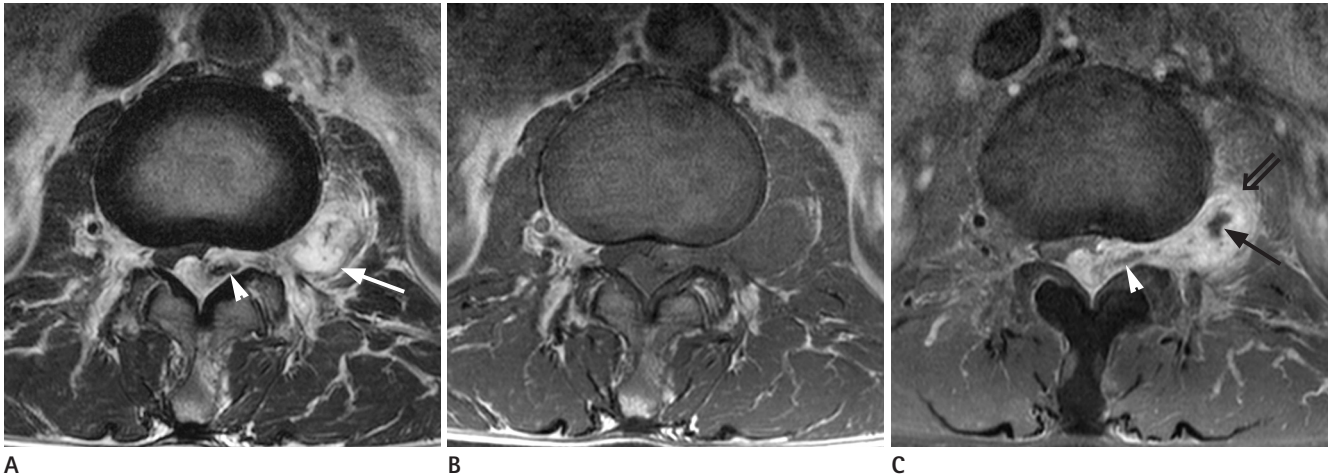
Lumbar MRI of a 54-year-old man presenting lower extremity weakness. A Dumbbell-shaped mass involving both epidural and paraspinal space is noted. On T2-weighted axial image (A), hemorrhagic and cystic portion of the mass are shown as a low signal intensity area (arrowhead) and a high signal intensity area (arrow), respectively. On pre-contrast axial T1-weighted image (B), the mass is generally iso-intense to adjacent muscle with some heterogeneity. On post-contrast axial T1-weighted image (C), the mass enhances well with areas of non-enhancement suggesting hemorrhagic (arrowhead) and cystic portion (arrow). At anterior aspect of paraspinal mass, partially infiltrative portion is noted (double arrow).
